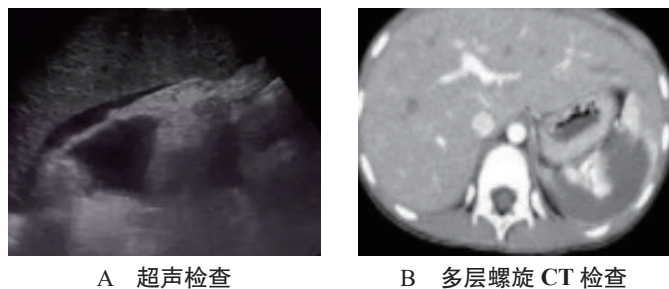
脾出血超声检查与多层螺旋 CT 检查诊断影像学图片
